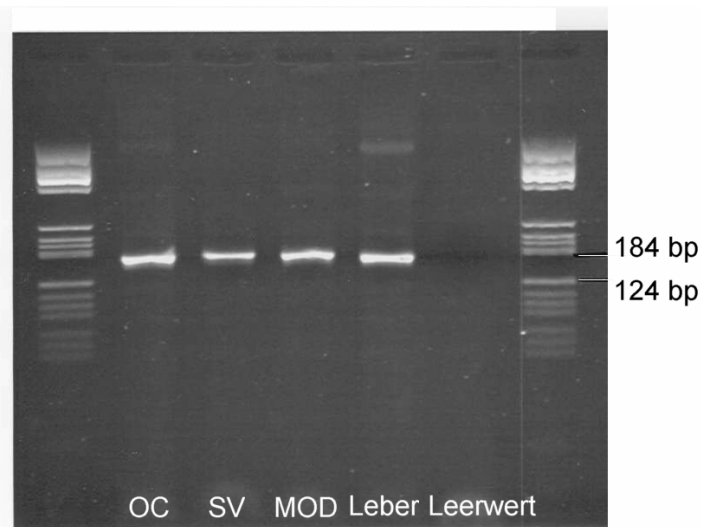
Erythropoetin-Rezeptor-Bande in Organ Corti (OC), Stria vascularis (SV), Modiolus (MOD) im Vergleich zur Leber. Primer für EPO-RB (Acc. Nr. NM_017002, 1. Primer 5'-CTC-TCA-TCT-TGA-CGC-TGT-CT, 2. Primer 5'-CAG-CCA-TAG-CTG-GAA-GTT-AC)
